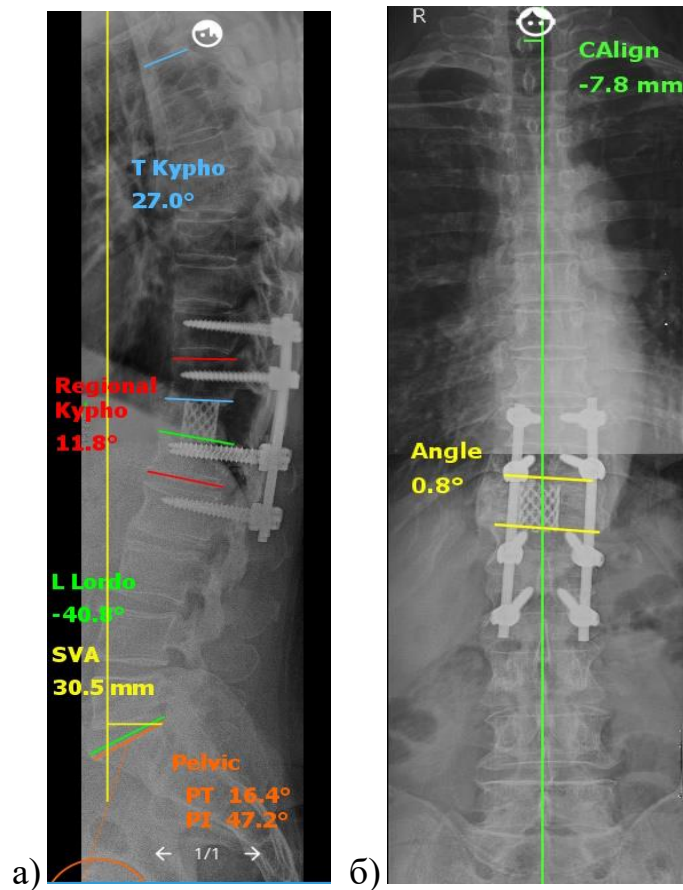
Телерентгенограммы пациентки М., 68 лет после операции: а) телерентгенограмма в боковой проекции. Определяется остаточная локальная кифотическая деформация 11,8°; б) телерентгенограмма в прямой проекции. Определяется остаточная локальная деформация во фронтальной плоскости 0,8°.
